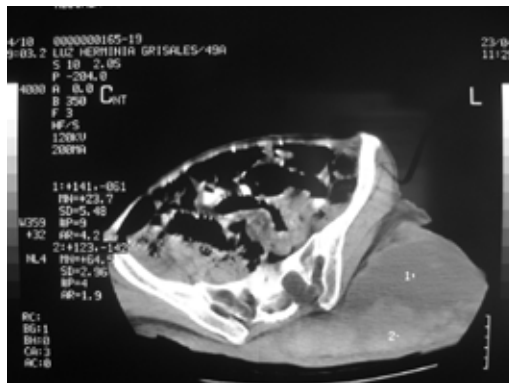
TAC de abdomen con masa dorsal en la región sacra con ensanchamiento del neuroforamen y el canal medular con una densidad inferior 1*(23UH) y 2*(UH).
